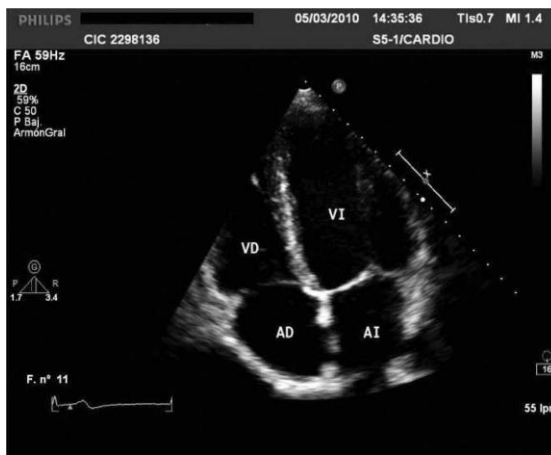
Ecocardiografia bidimensional
